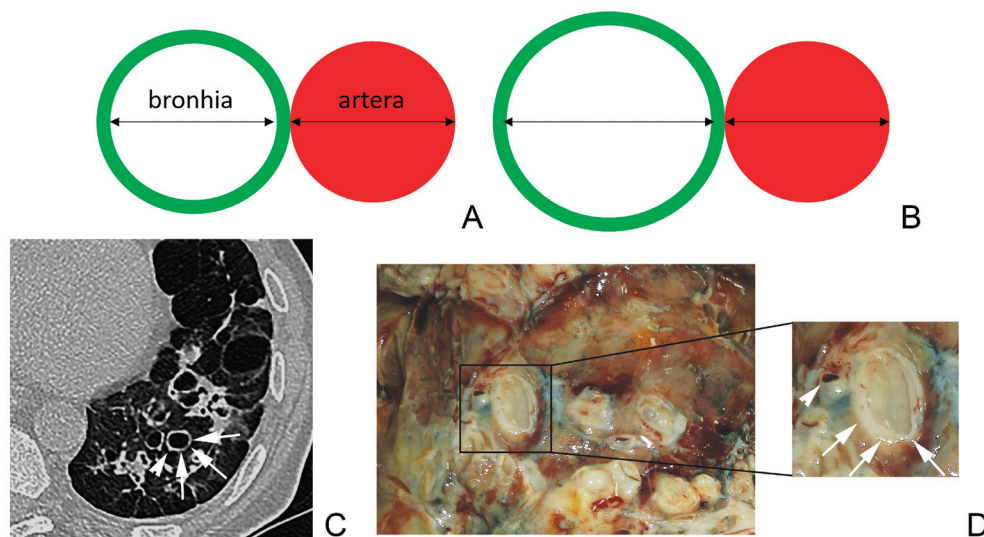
Raport bronho-arterial. A. RBA = 1, valoare normală. B. RBA >1 caracteristic bronșiectaziilor. C. Secțiune CT a toracelui cu semnul „inelului cu pecete” – bronhia dilatată (săgeți) alăturată unei artere cu diametrul normal (vârf de săgeată). D. (Din colecția Dr. Haidarlâ I.) Aspectul morfologic, bronhia dilatată (săgeți albe) alăturată unei artere cu diametrul normal (vârf de săgeată).
